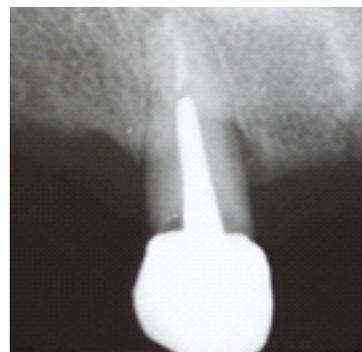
Radiografía de la pieza 1.3 con presencia de tratamiento endodóntico, perno metálico y corona veener
